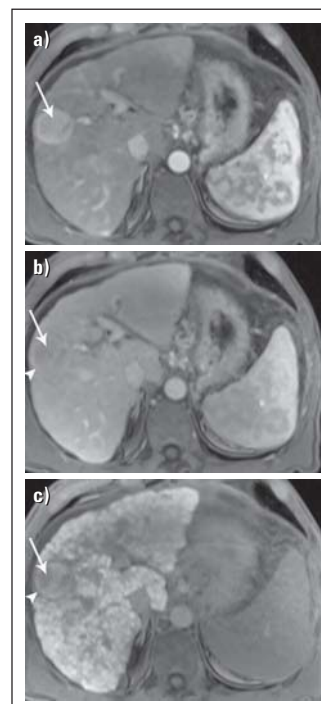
KM-Anfärbeverhalten des HCC. (a) In dem T1-gewichteten MRT-Bild zeigt sich in der arteriellen Phase nach KM-Gabe eine ca. 3 cm große, typischerweise hypervaskularisierte Raumforderung im rechten Leberlappen subkapsulär (Pfeil). (b) In dem T1-gewichteten Bild nach KM-Gabe zeigt die ca. 3 cm große Raumforderung im rechten Leberlappen subkapsulär (Pfeil) ein inhomogenes Wash-out. Die Kapsel zeigt eine KM-Aufnahme (kleiner Pfeil). (c) 20 Minuten nach Gabe von Gadoxetat zeigt die ca. 3 cm große Raumforderung im rechten Leberlappen subkapsulär (Pfeil) ebenfalls ein inhomogenes Wash-out (Pfeil), die Kapsel weist auch ein KM-Auswaschen auf (kleiner Pfeil). Die Darstellung des Ausmaßes der Leberzirrhose mit zahlreichen Regeneratknoten, fibrotischen Septen, sowie der Zeichen der portalen Hypertension mit Splenomegalie und Ösophagusvarizen hilft, eine angemessene Therapieentscheidung zu treffen.
